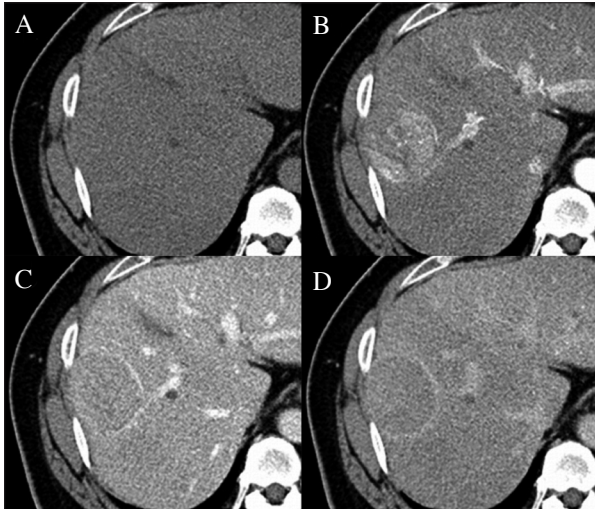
Paciente de 51 años con cirrosis por VHB. Se realiza una TC dinámica y se objetiva hiperrealce heterogéneo en fase arterial tardía (B) y lavado precoz en fase venosa portal (C) y fase tardía a los 3 minutos (D). Además, en fases venosa portal y tardía se pone de manifiesto la cápsula fibrosa.
